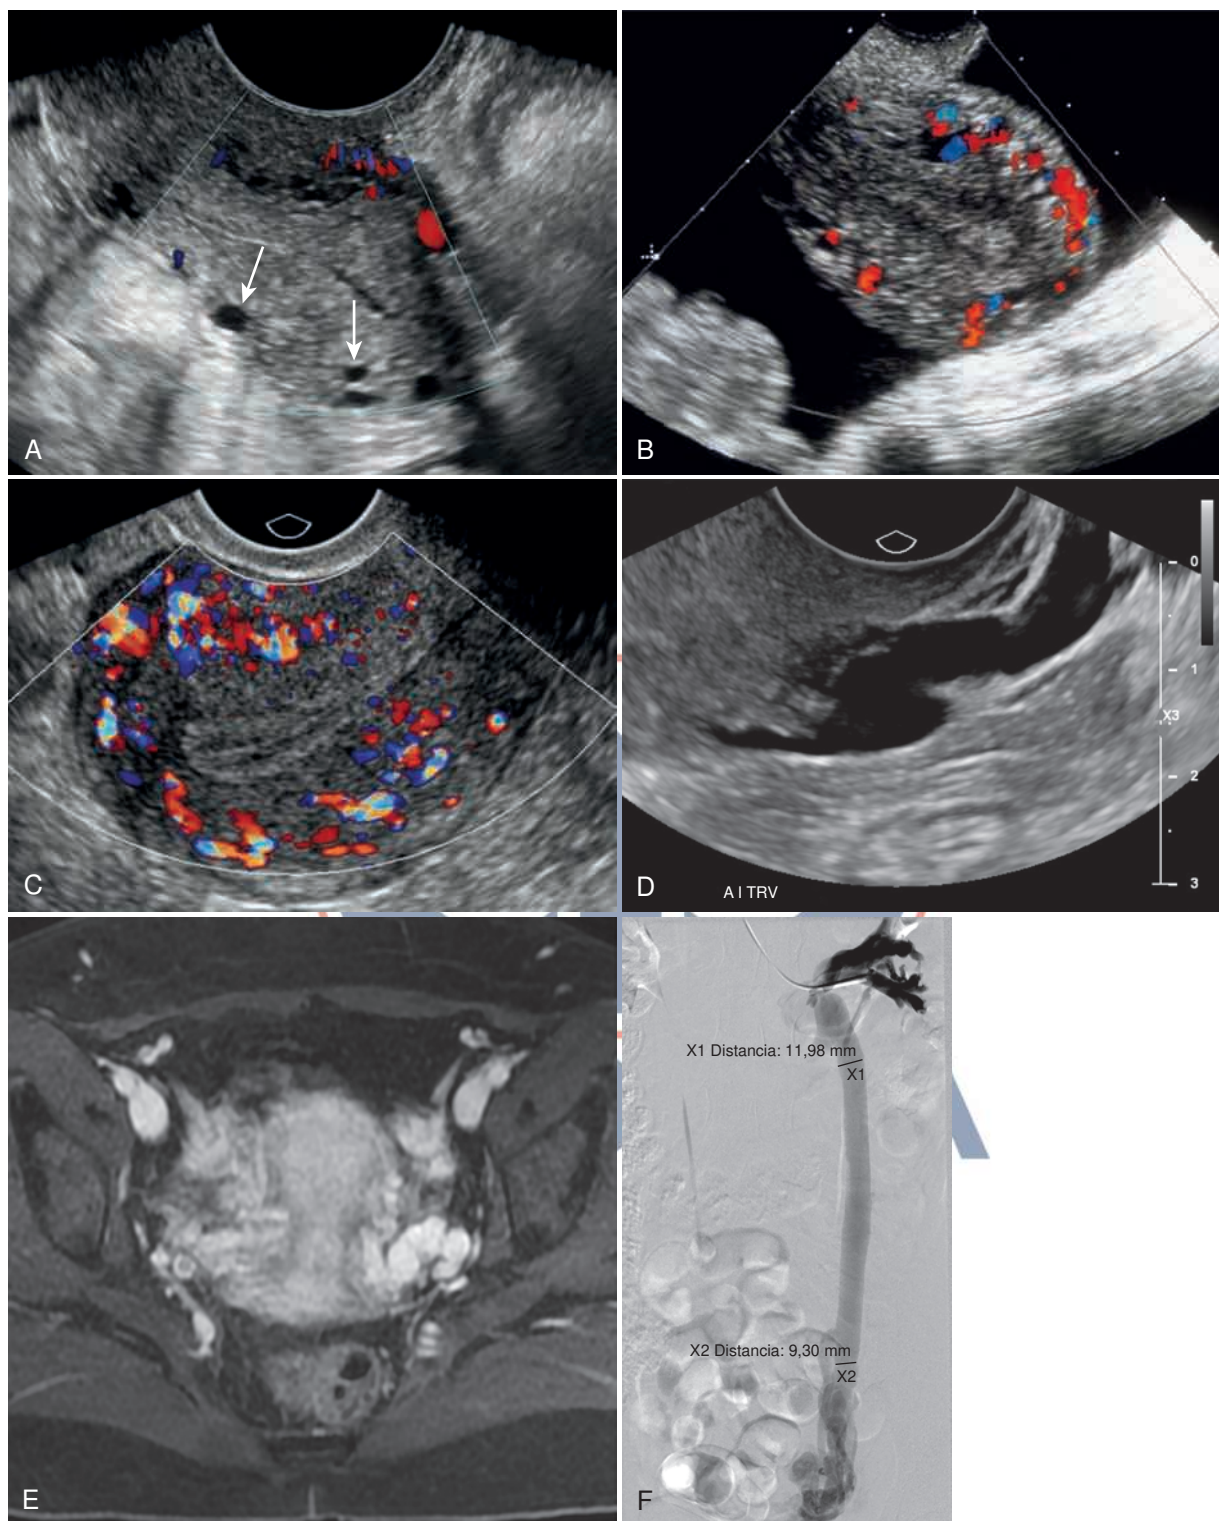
Venas miometriales y anexiales. (A y B) Dos pacientes con venas arcuatas prominentes. La ecografía transvaginal (TVS) muestra venas prominentes en el tercio externo del miometrio con flujo demostrado por Doppler. Se trata de las venas arcuatas, cuya dilatación por sí sola no tiene consecuencias clínicas. Los vacíos de flujo no deben confundirse con quistes miometriales. La imagen B también muestra una cantidad sustancial de líquido libre pélvico. (C) Imagen Doppler color de una paciente normal con vasos arcuatos prominentes. (D) Cuando las venas miometriales son prominentes, a menudo hay várices pélvicas, que pueden verse junto con el síndrome de congestión pélvica y su dolor crónico de pelvis asociado. En esta paciente con dolor pélvico crónico inexplicable se observan grandes várices pélvicas anexiales izquierdas que miden hasta 8 mm en la ecografía. (E) Imagen de IRM poscontraste T1 saturada de grasa de la misma paciente que muestra las correspondientes várices anexiales izquierdas. (F) La angiografía de sustracción digital posterior muestra la vena gonadal izquierda dilatada y las várices anexiales izquierdas. Dos meses después de la embolización, la paciente refirió una resolución completa de los síntomas y la capacidad de reanudar las actividades cotidianas que antes se veían inhibidas por el dolor.
